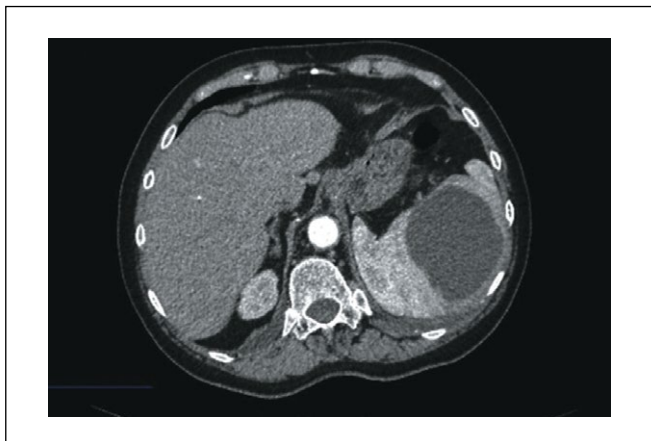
Компьютерная томография больной Н. Аксиальная проекция.
